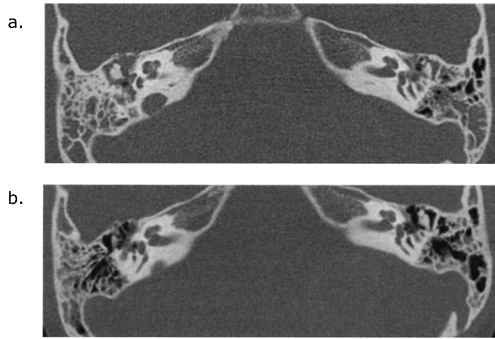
CT scan of case 2.
